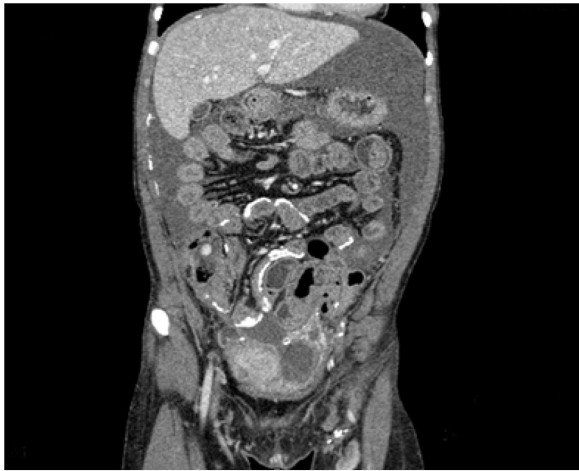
Se puede observar calcificaciones peritoneales en un corte coronal de TAC de la paciente en abril de 2018.
